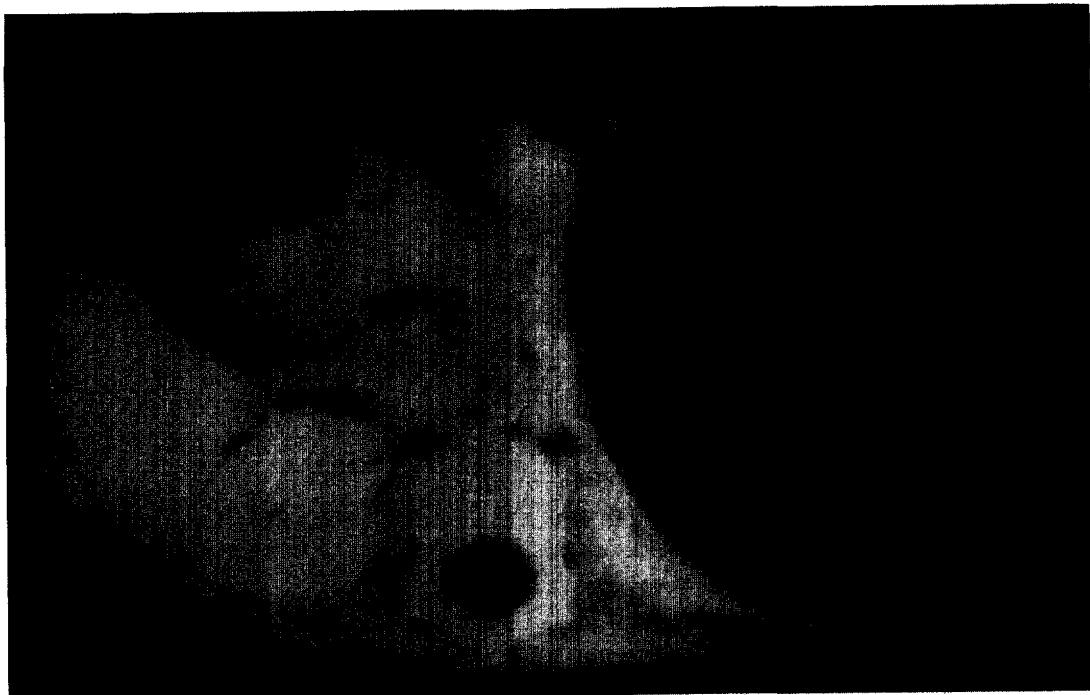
Abdominal CT shows a huge multiseptated lower density mass in the left renal capsule and displaced normal kidney infero-medially.
